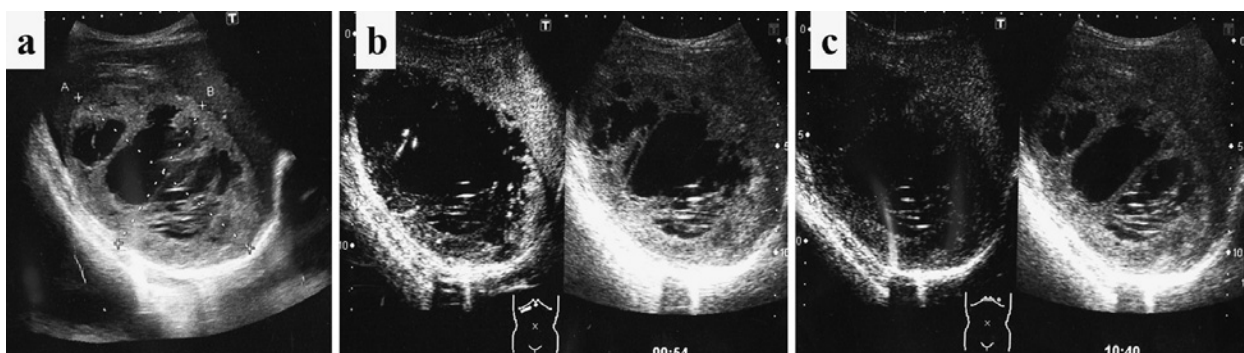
Contrast-enhanced ultrasonography: (a) before injection, (b) 1 minute after injection, (c) Kupffer imaging
